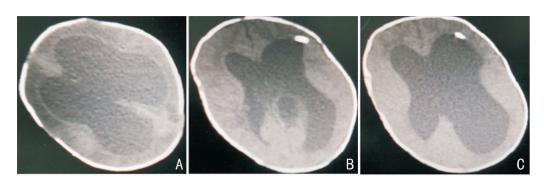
Ommaya 储液囊植入治疗前后头颅 CT 检查结果比较 A: 脑室内出血后 40 d, 脑积水 15 d, 连续腰穿失败, CT 提示双侧侧脑室明显增宽, 脑实质受压明显; B: 术后 1 个月, 经 Ommaya 储液囊引流脑脊液后, 双侧侧脑室宽度明显缩小; C: 术后 3 个月, 双侧侧脑室宽度增加(图中脑室内点状高密度影为脑室储液囊的脑室管)。
